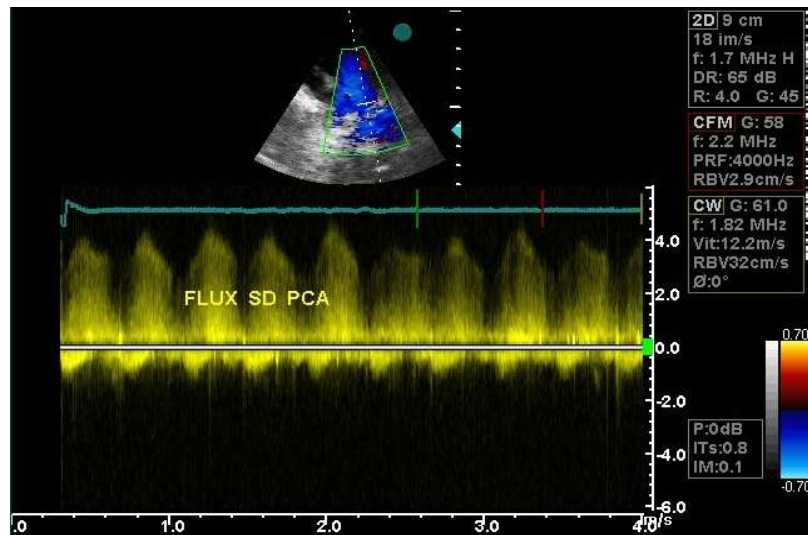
canal artériel persistant du prématuré. Aspect au Doppler avec flux systolodiastolique
